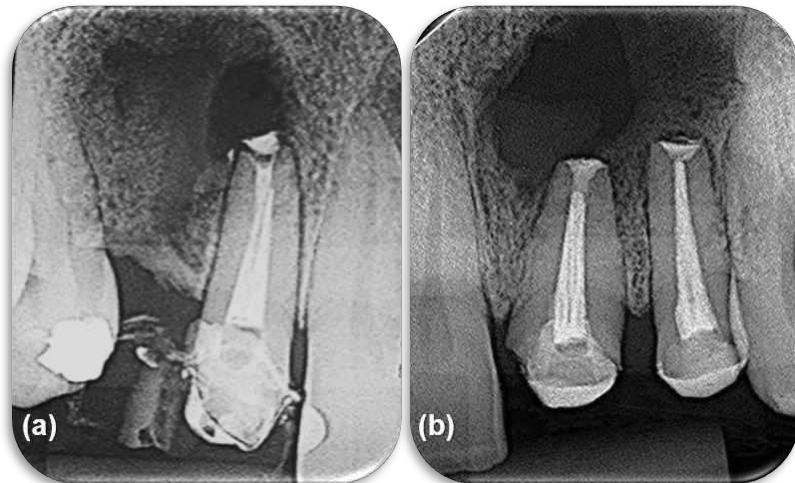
Radiografias de proservação após 3 meses: (a) dente 12, (b) dentes 21 e 22.
